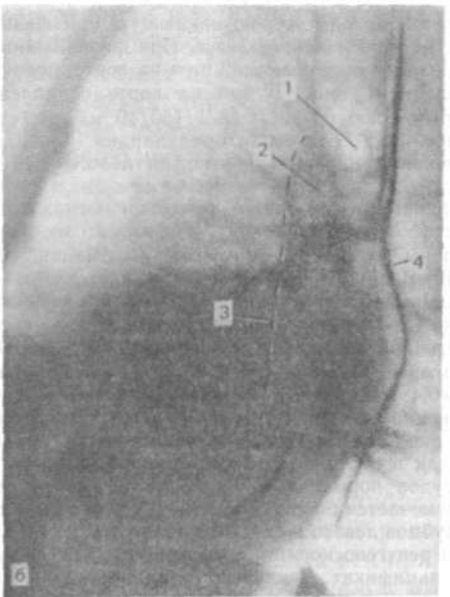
Рентгенограммы больного М. А.
